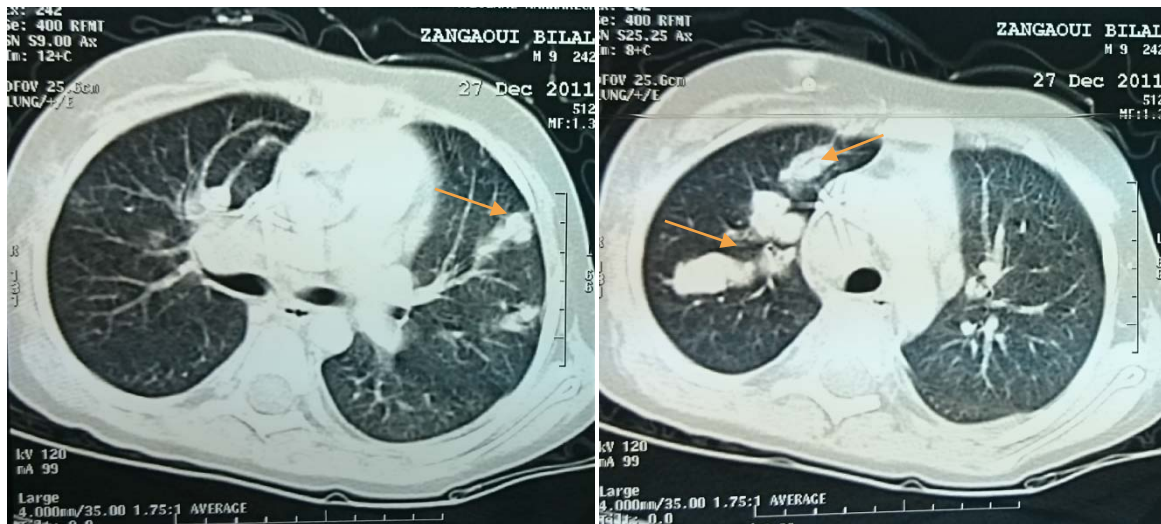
TDM thoracique en fenêtre parenchymateuse en coupes axiales : lésions nodulaires intra parenchymateuses secondaire à un sarcome d'Ewing huméral droit →
